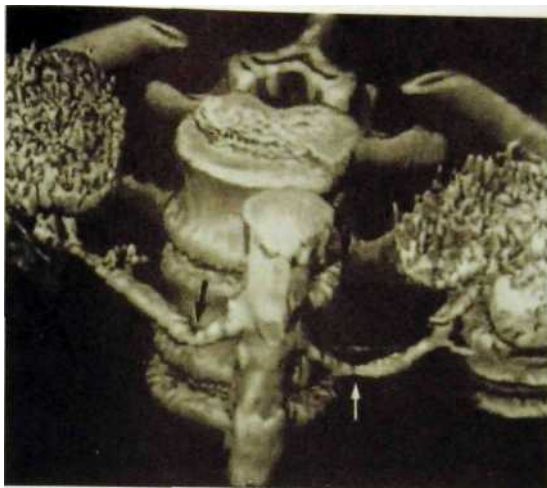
162. Ангиография, выполненная на спиральном компьютерном томографе с трехмерной реконструкцией изображения. Стеноз обеих почечных артерий (указано стрелками).
